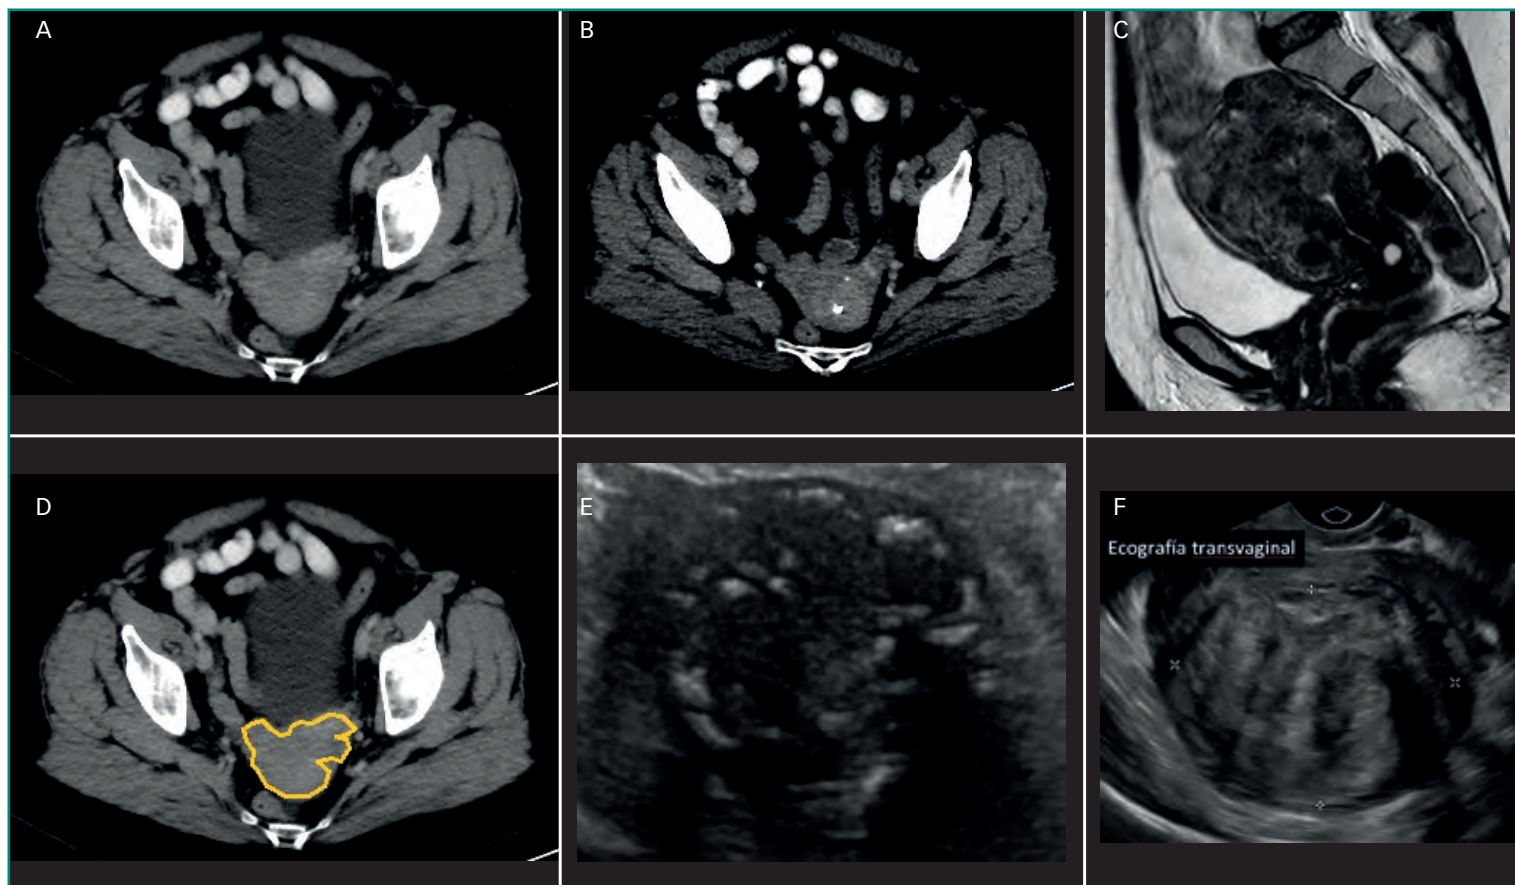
Leiomiomas: cortes axiales de TC donde se observa un útero de contornos irregulares (A y F) con calcificaciones groseras (B). Ecografía de leiomioma que muestra una masa ecogénica heterogénea con calcificaciones (D y E). Arriba a la derecha, imagen sagital de RM de múltiples leiomiomas uterinos (C).
